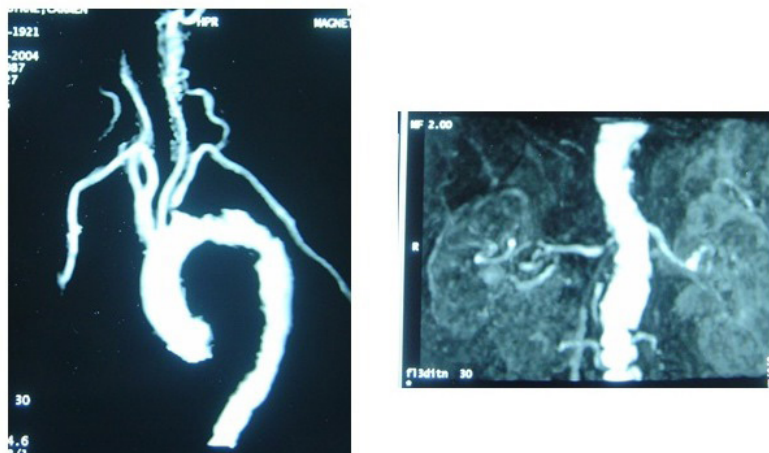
Angioresonancia de una paciente con “Shaggy Aorta”.
